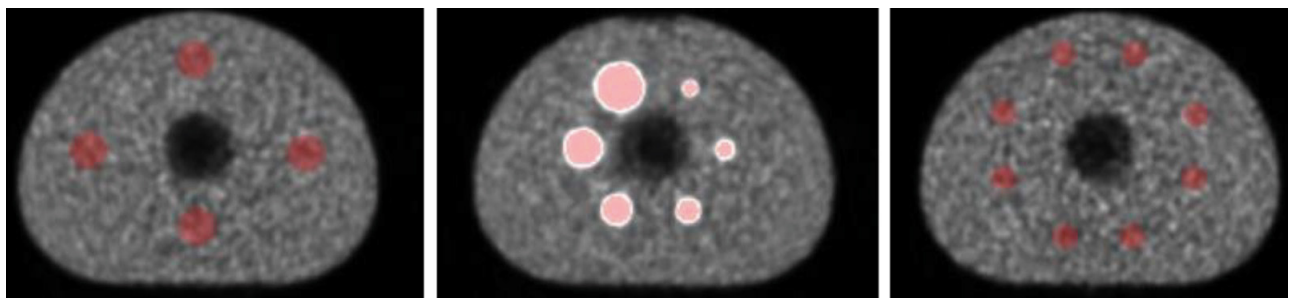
Ejemplo de segmentaciones para las esferas y el fondo del NEMA-Phantom en la imagen PET adquirida siguiendo el protocolo de la acreditación EARL.
